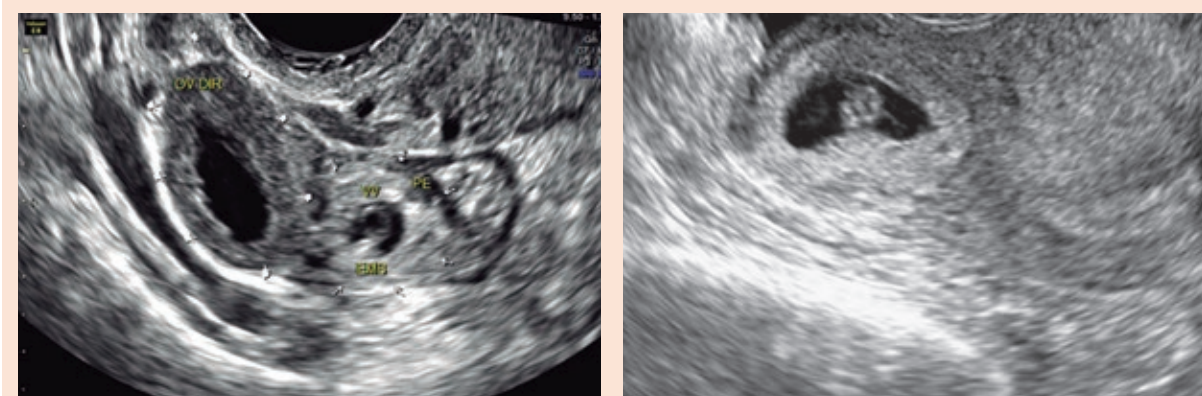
Ultrassonografia transvaginal, 6 semanas e 2 dias, apresenta imagem de gestação ectópica tubária. Observa-se, em região anexial adjacente ao ovário direito, imagem heterogênea correspondendo a saco gestacional, com vesícula vitelínica e embrião com batimentos cardíacos.
